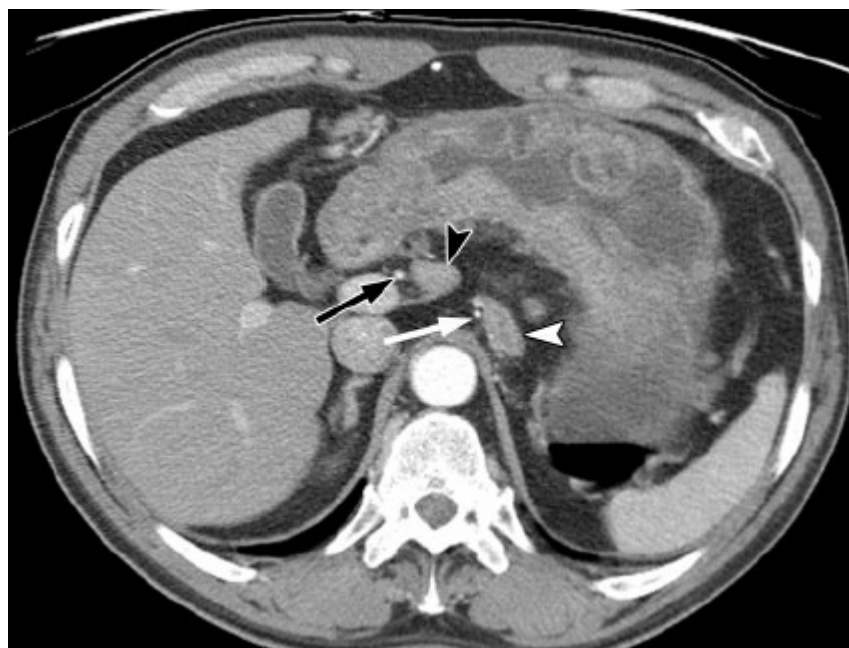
TDM axiale montre un ganglion de la station 7 adjacent à l'artère gastrique gauche (flèche blanche) et un ganglion de la station 8 (point de la flèche noir) adjacent à l'artère hépatique commune (flèche noire) (39).
